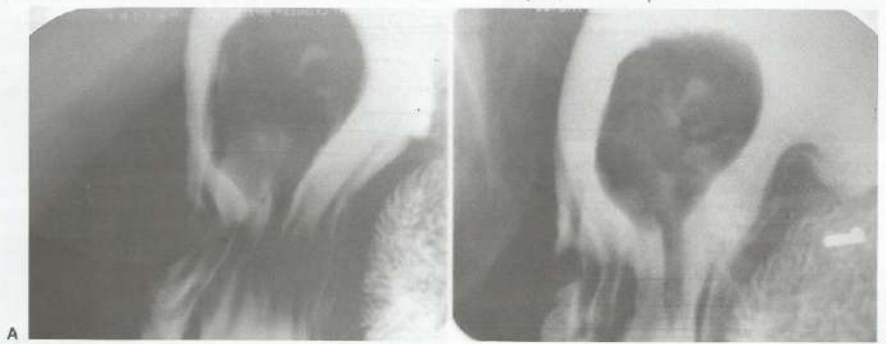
Leiomioma gástrico. SEED com radiografias localizadas do estômago (A e B) que apresenta falha de enchimento ovalada, regular e bem definida na região fúndica.
